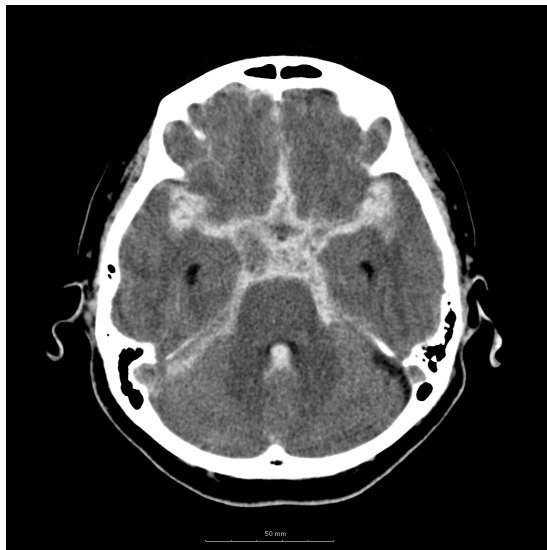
クモ膜下出血の代表的な Computed Tomography 所見
